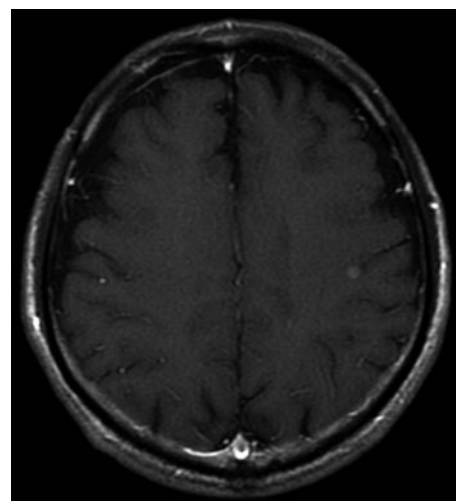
Magnetic resonance imaging of the head demonstrates small nodules in the left occipital lobe.
